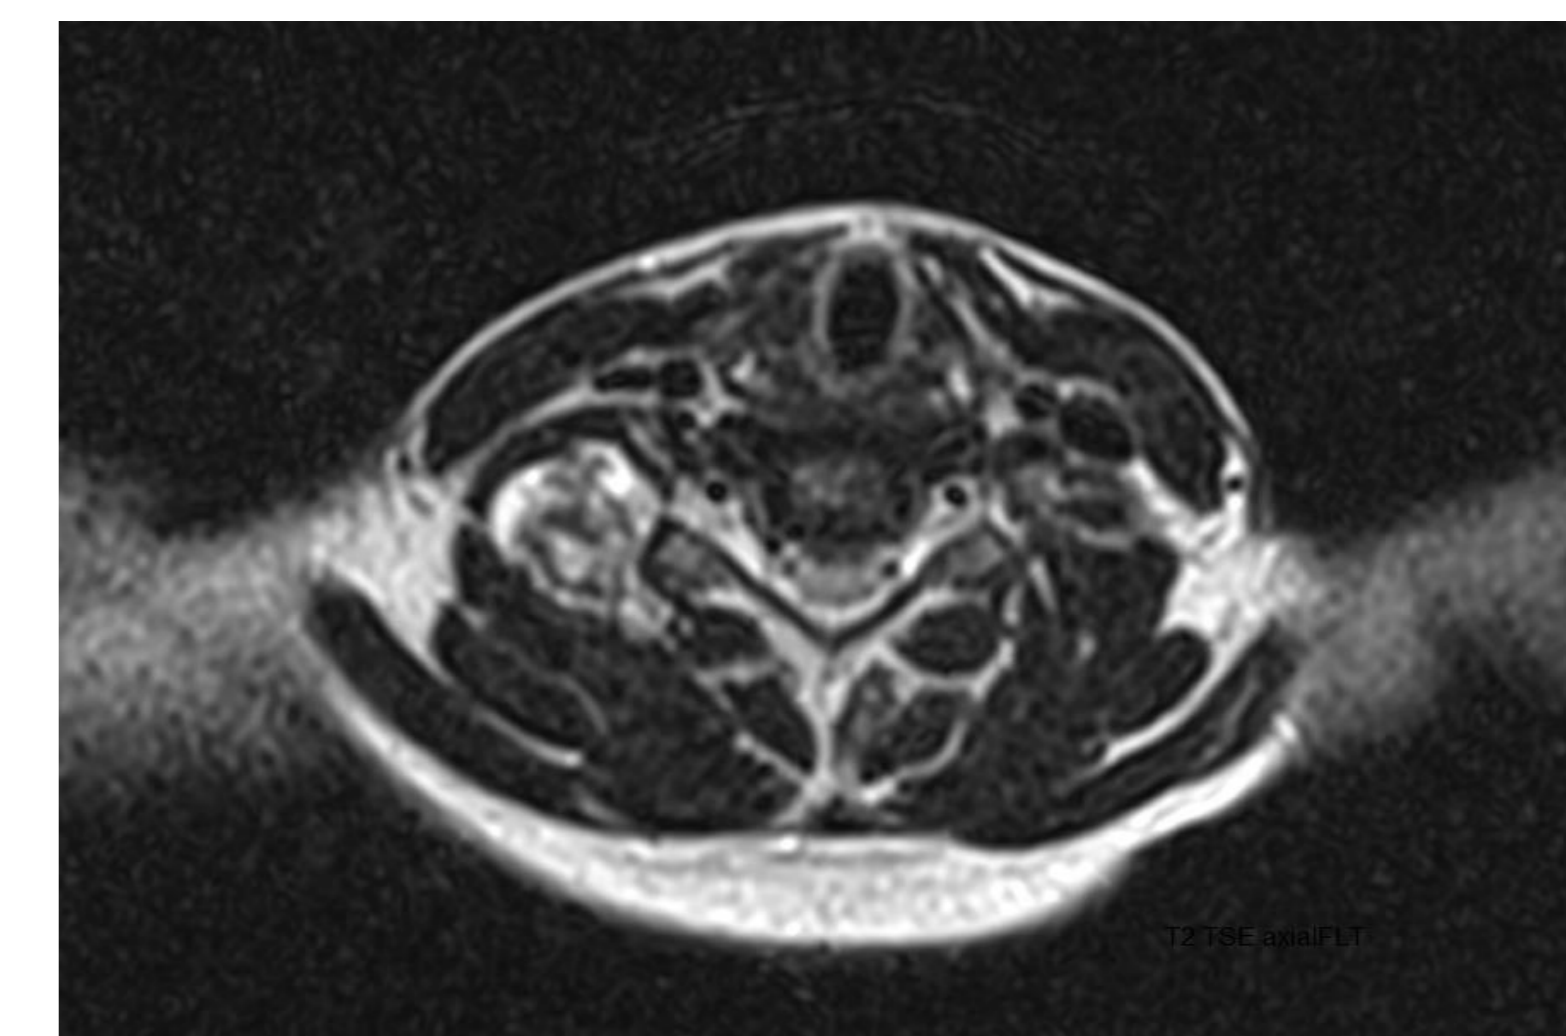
RMN de columna cervical (técnica T2 secuencia SE corte axial)
